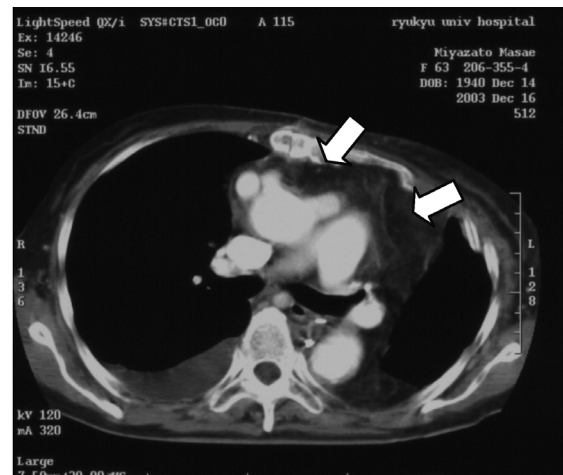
術後造影CT像。置換人工血管周囲に大網による被覆が認められる。
